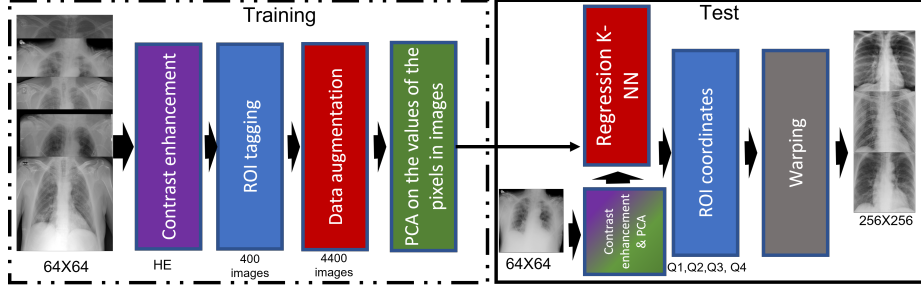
Lung Finder Algorithm description. During the training phase, 400 images were tagged with their coordinates. PCA was applied to reduce the dimensionality of the images. In the testing phase, an example radiograph is provided as input, and the algorithm extracts the region of interest as the output. During the test phase, the test image is compared with its nearest neighbors to interpolate its coordinates. Finally, the algorithm outputs the extracted region of interest in a new image.
